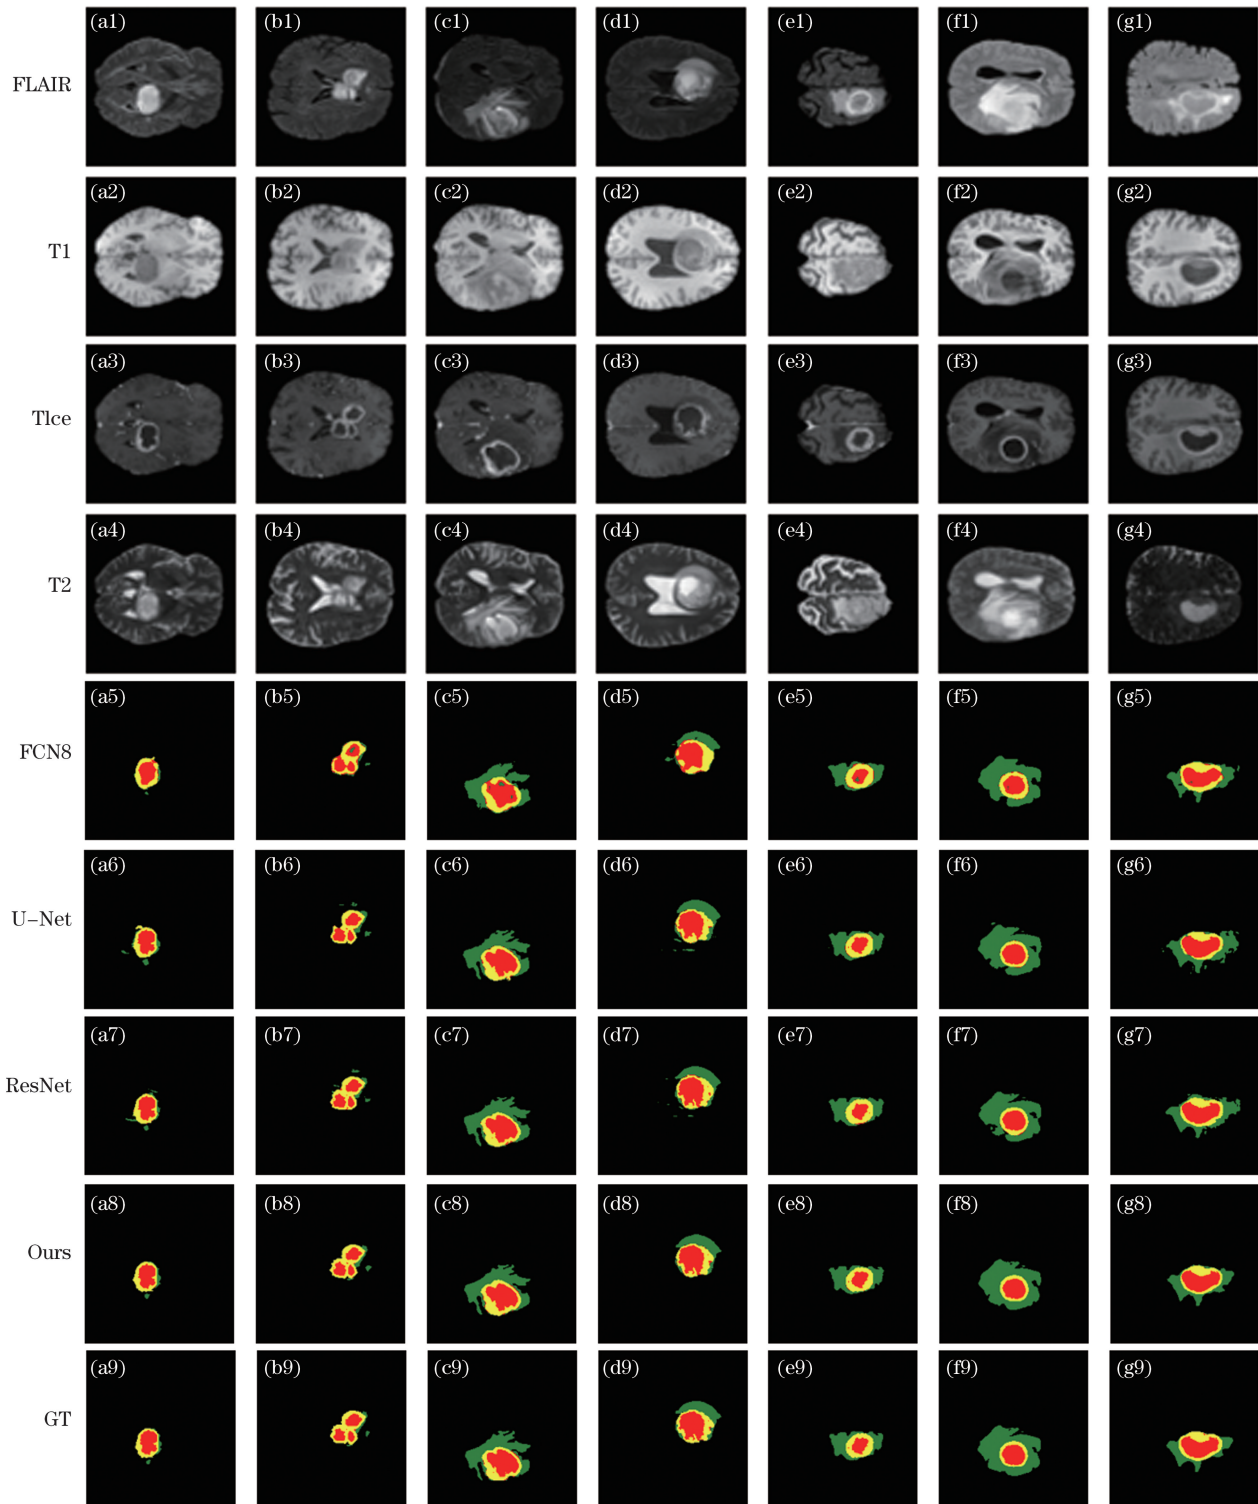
不同算法对 MRI 图像的分割结果。(a)患者 1~(g)患者 7
